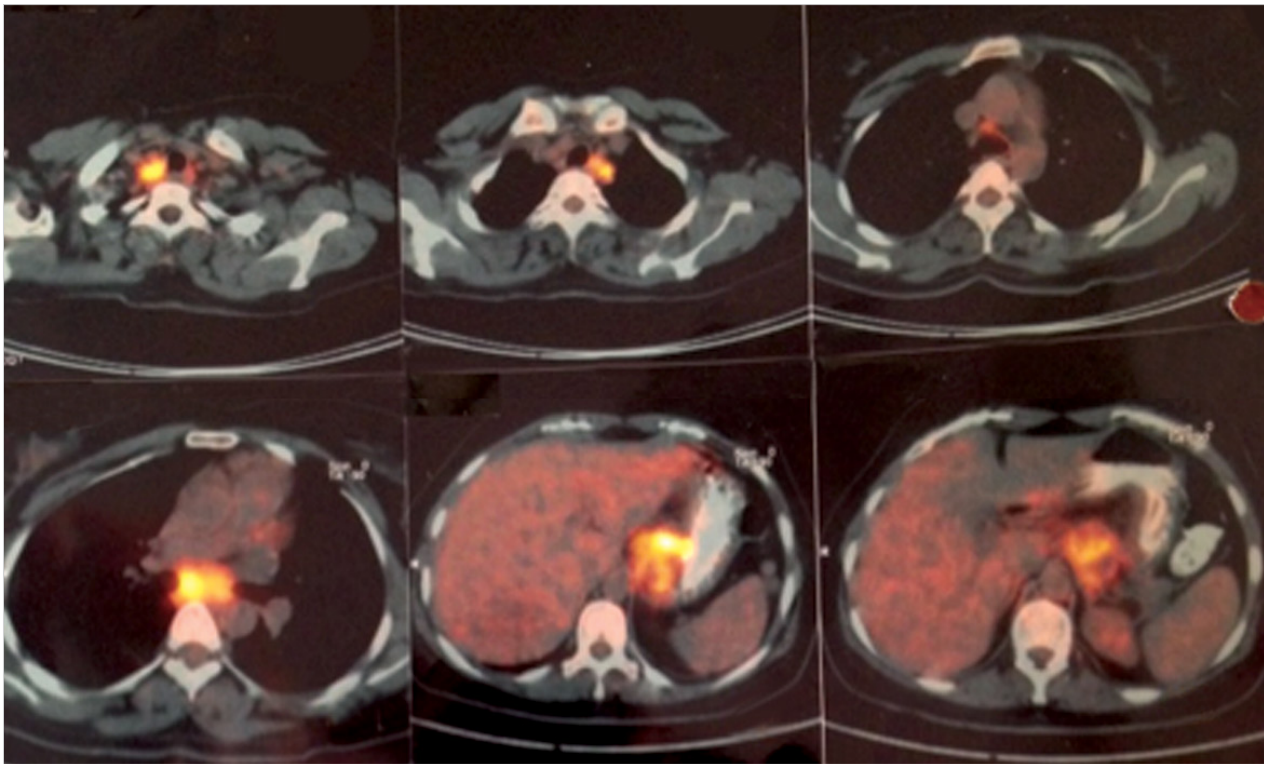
High ¹⁸F-FDG uptake in the mediastinum and abdomen on PET/CT scan
